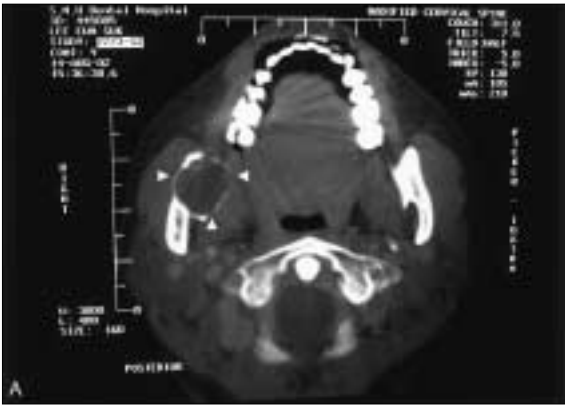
Axial view of CT scan. Note the primary lesion in the right mandibular ramus area (white arrow head).
